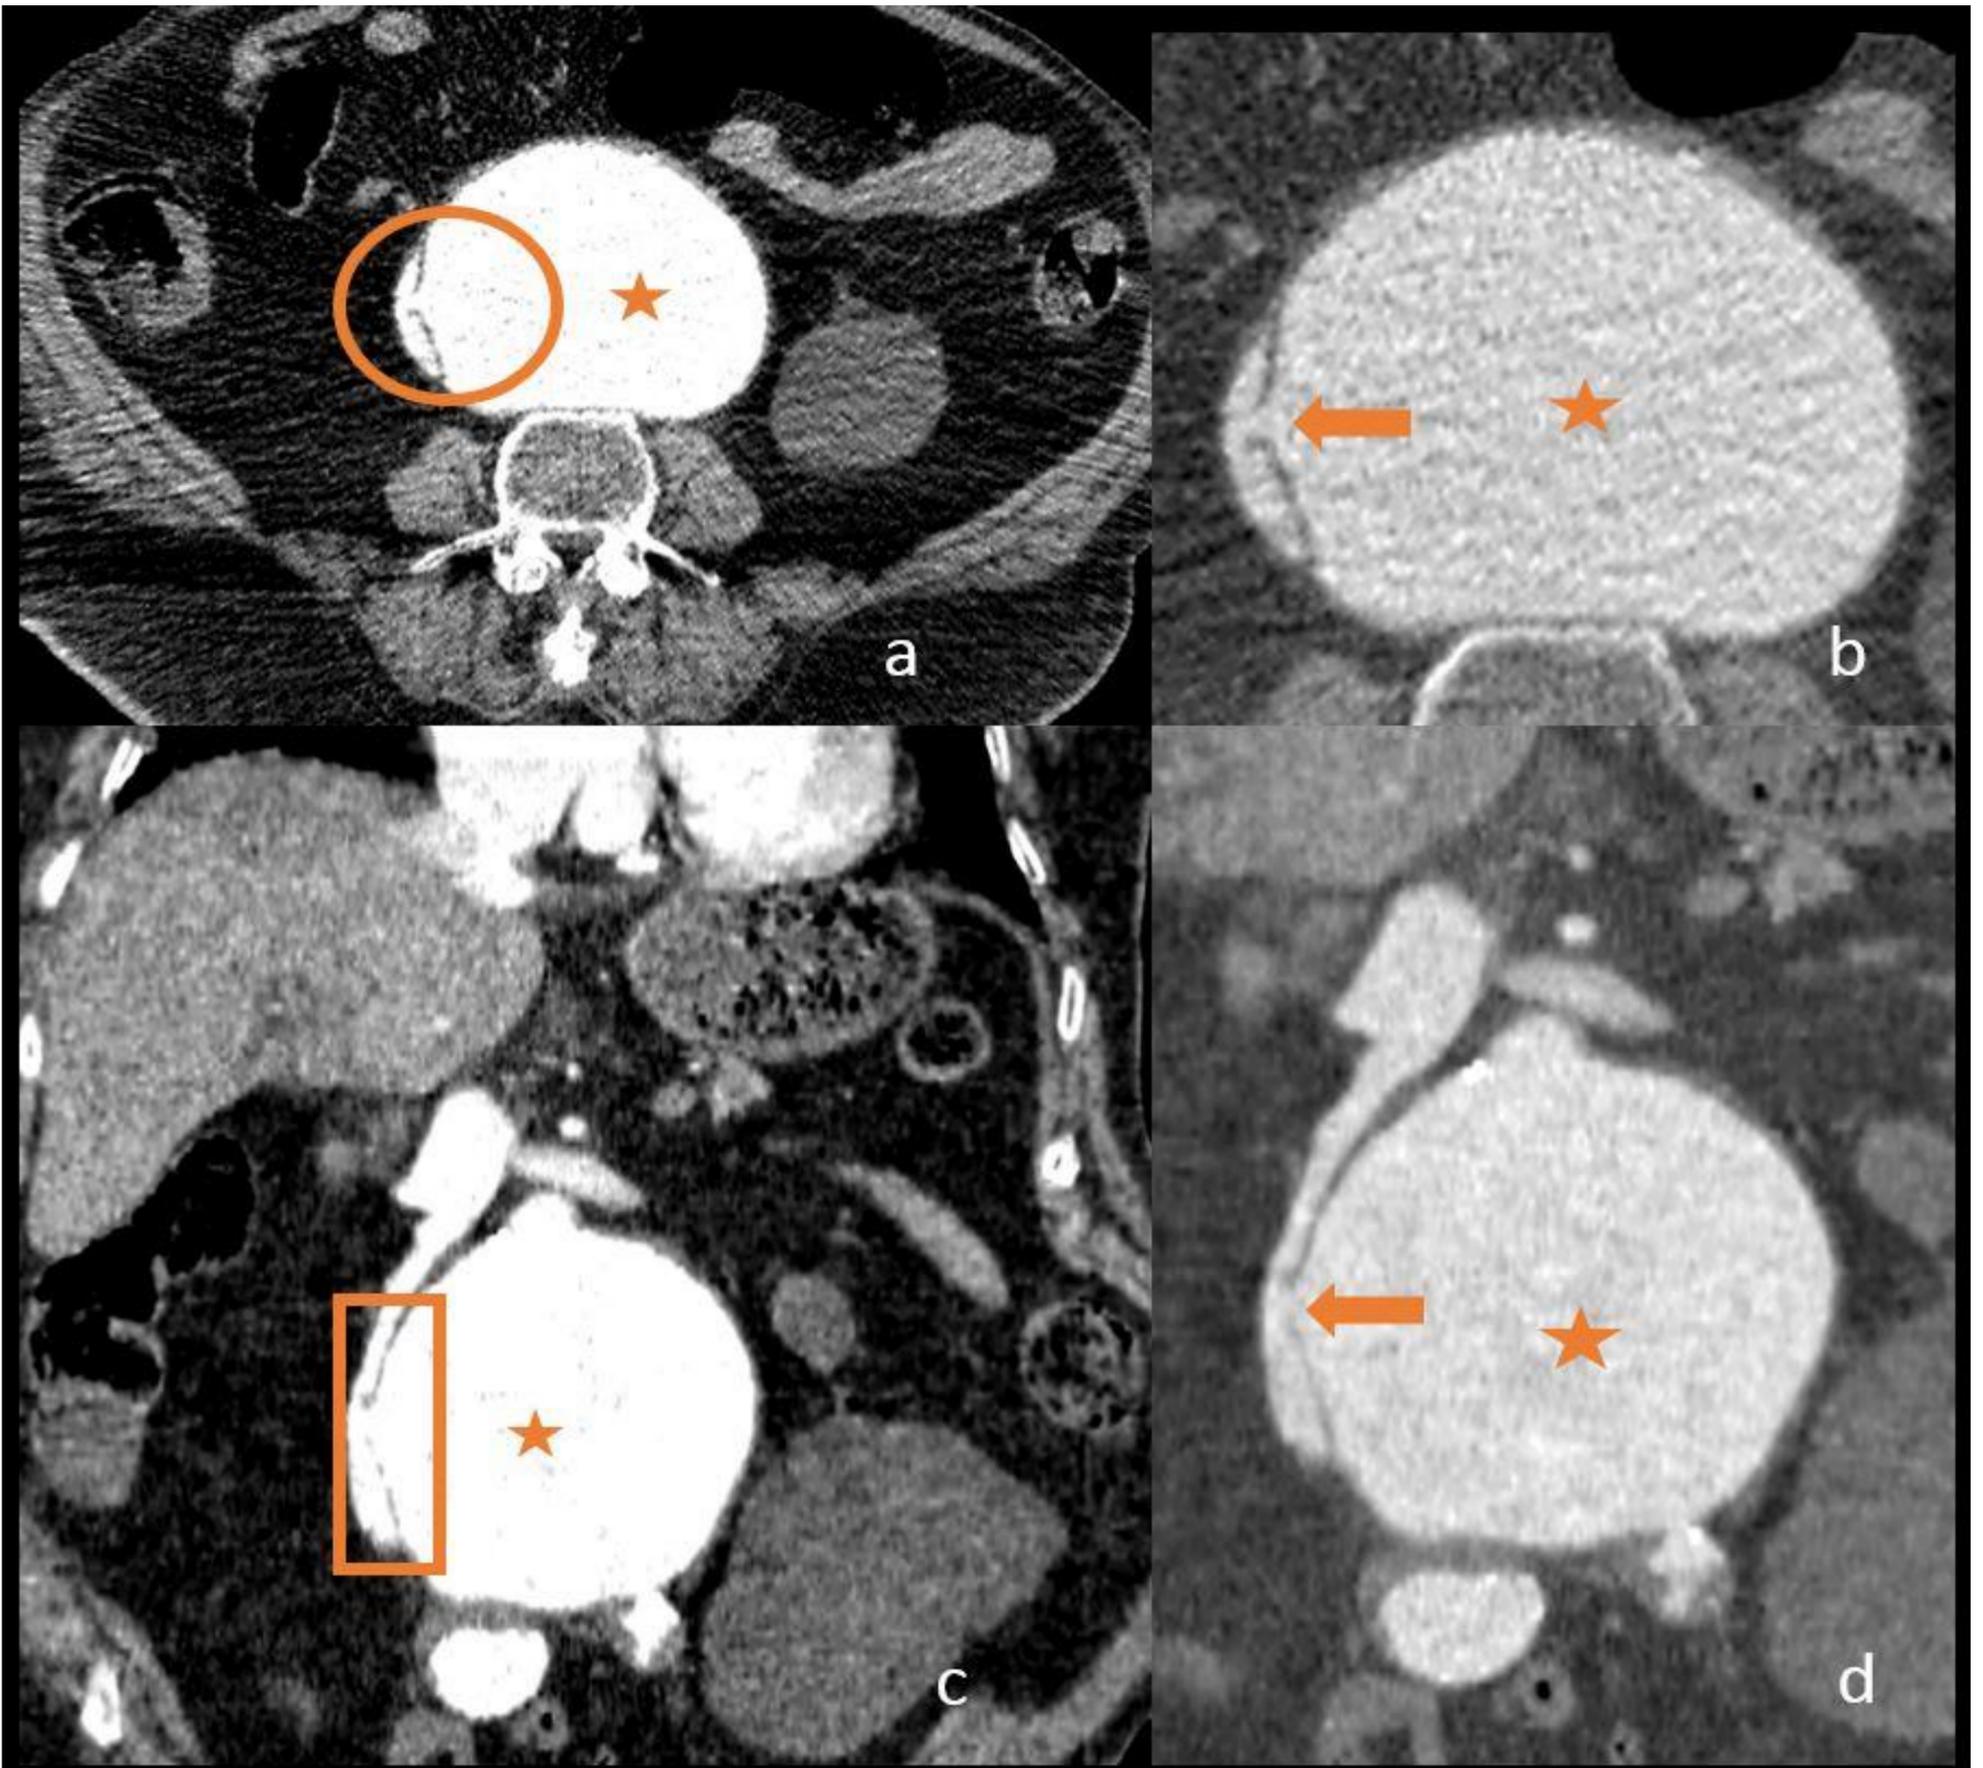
Imágenes de TC con contraste yodado en planos axiales y coronales, en fase arterial, visualizadas de forma diferente debido a la modificación de las unidades Hounsfield.
